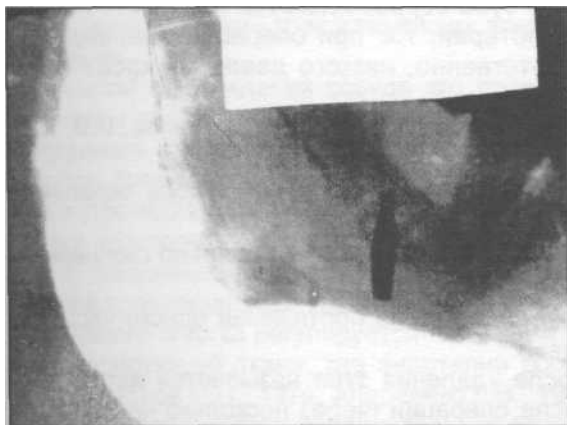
Боковая рентгенограмма нижней челюсти. В мягких тканях находится поломанный инструмент - долото.
